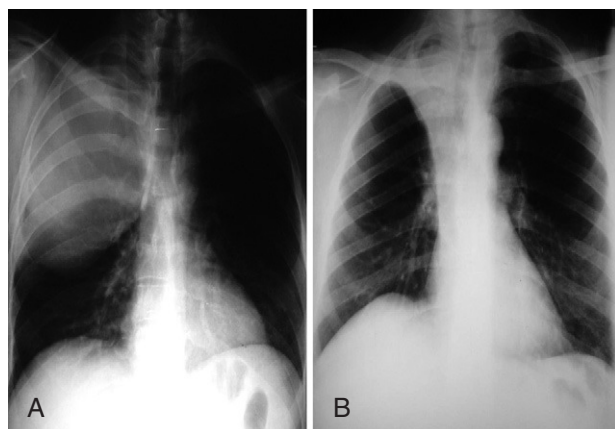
Radiografía de tórax de masa de 15 cm (A) y radiografía de tumor con atelectasia (B).
